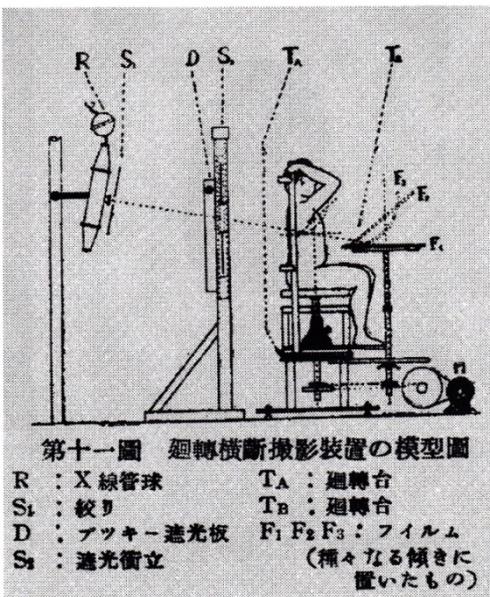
Rotatory Cross Section Radiograph in action
